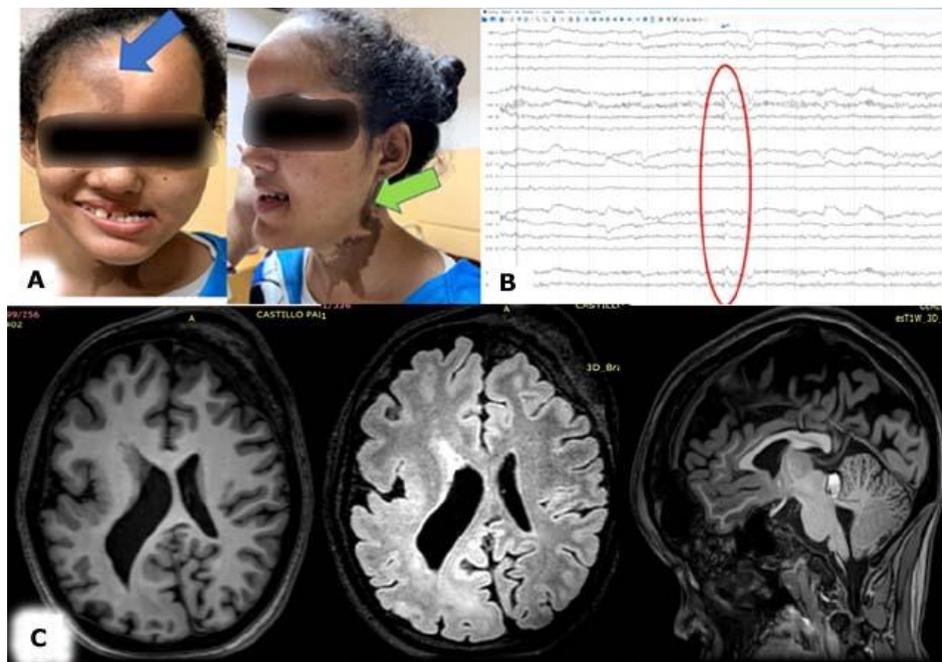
Caso 2. A: Nevo sebáceo lineal; lesión de color marrón, retroauricular y en la región anterior del cuello. B: segmento de EEG, con irritación cortical focal (fronto-temporal derecha), intercrítica (ovalo rojo). C: RM de cráneo con displasia cortical, polimicrogiria y hemimegalencefalia derecha, con dilatación ventricular ipsilateral. En el corte sagital, se muestra en el cerebelo, una lesión tumoral hipointensa en T1 y T2.
